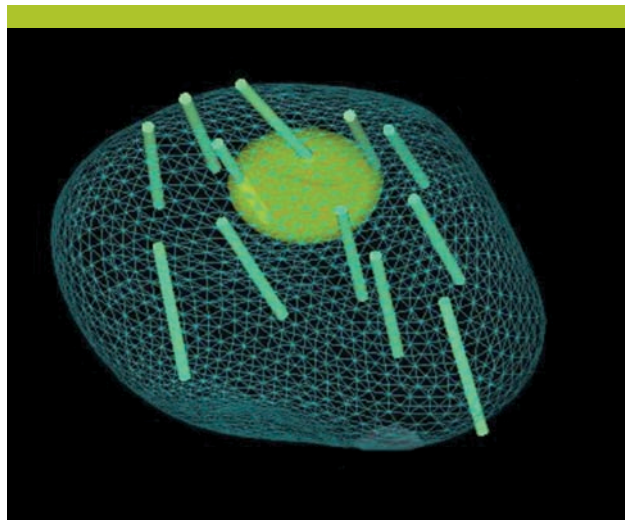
Fusion des images IRM-US 3D avec la cartographie des biopsies effectuées
